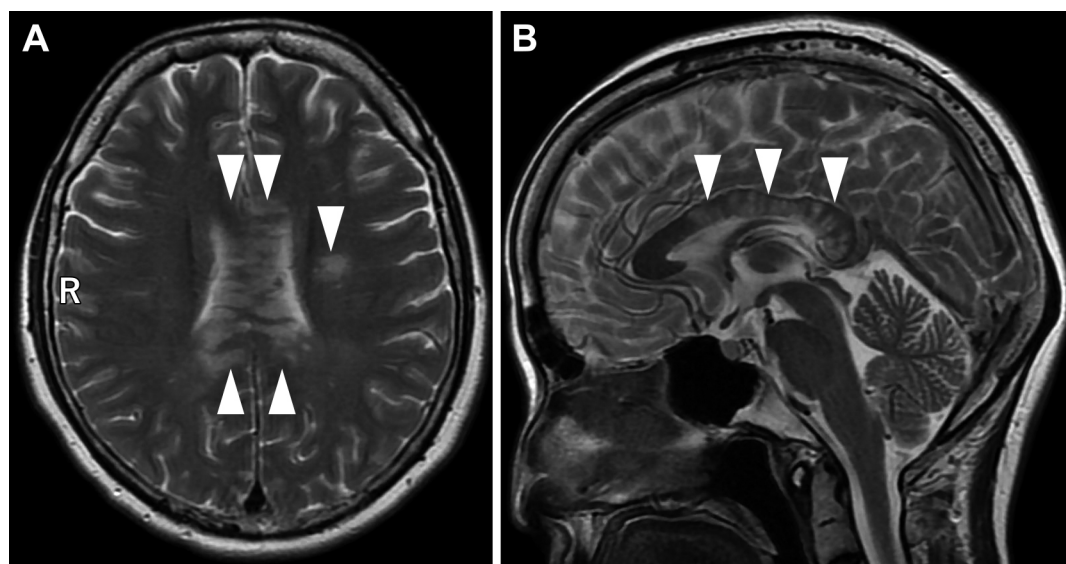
Brain MRI findings at admission.
